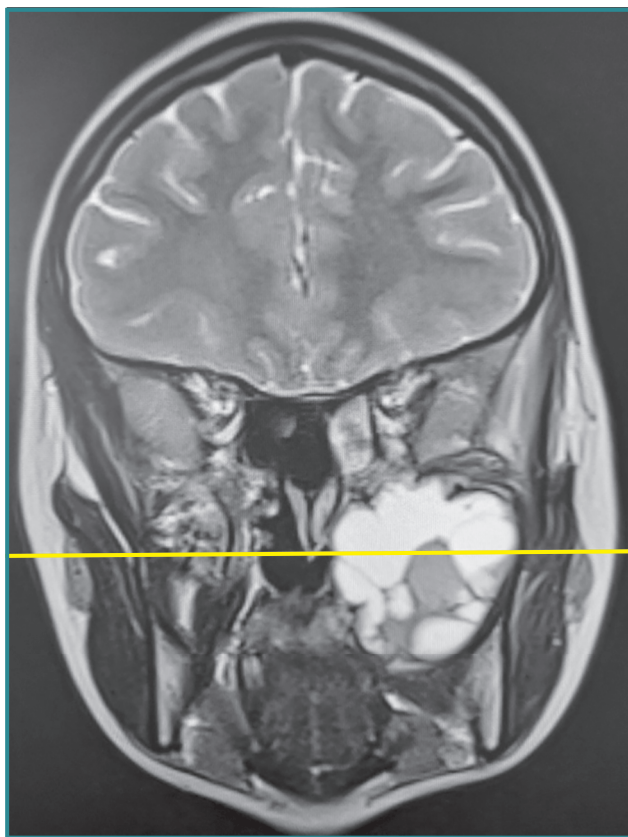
МРТ мозку, коронарний зріз
